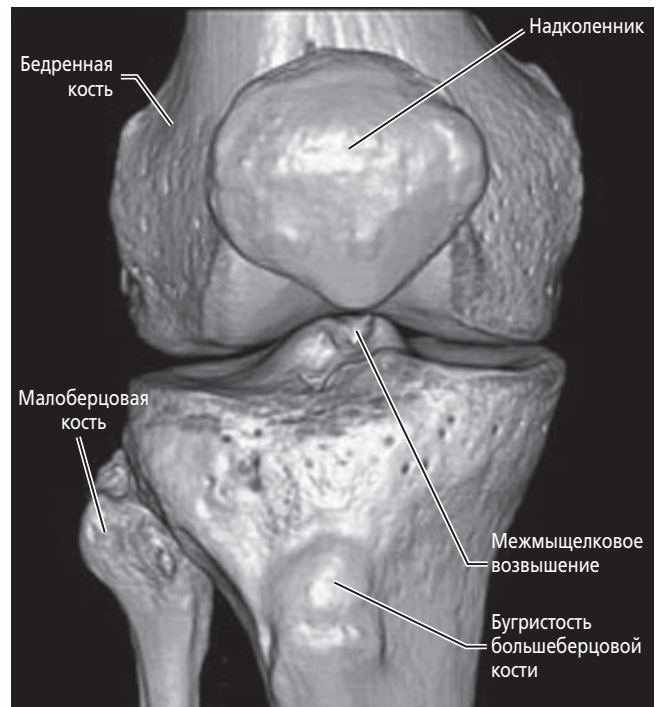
Трёхмерная КТ коленного сустава (снимок <http://www.medcyclopaedia.com> by GE Healthcare).
